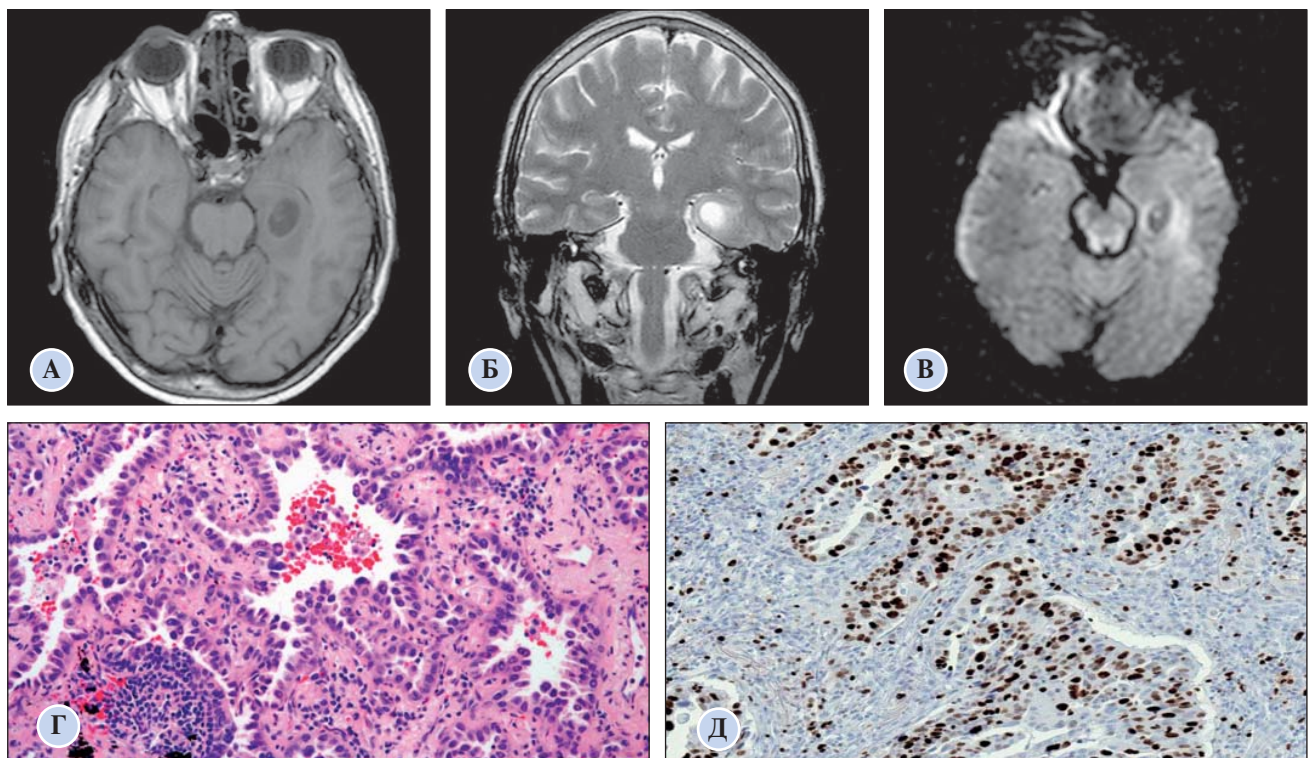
МРТ и патоморфологическая картина метастаза аденокарциномы легкого в медиобазальную область левой височной доли
